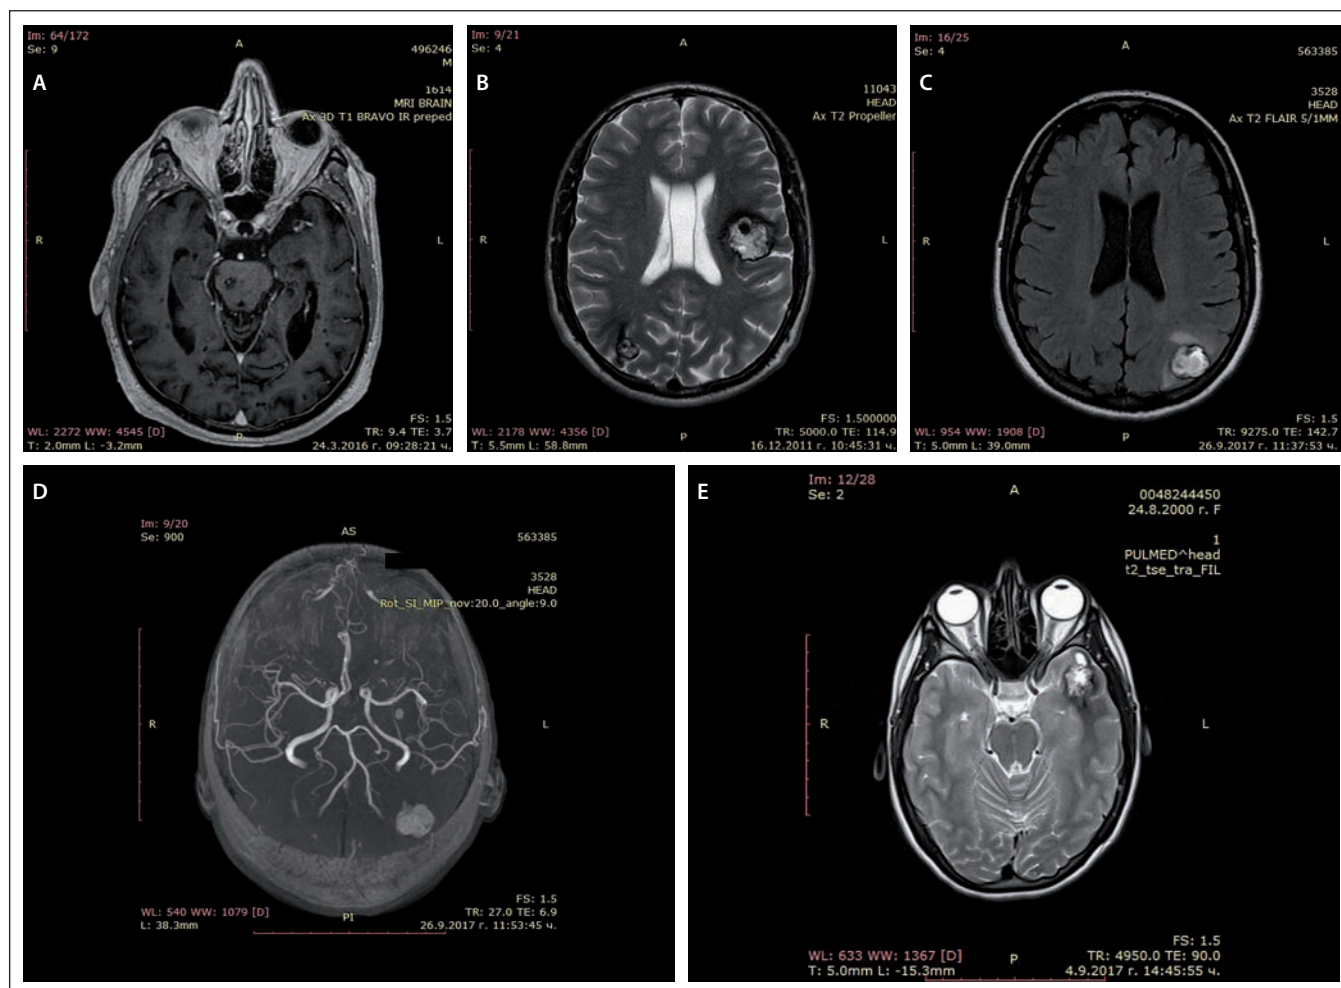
MRI of cerebral cavernous malformations – father (A), son (B), daughter (C, D), granddaughter (E).
